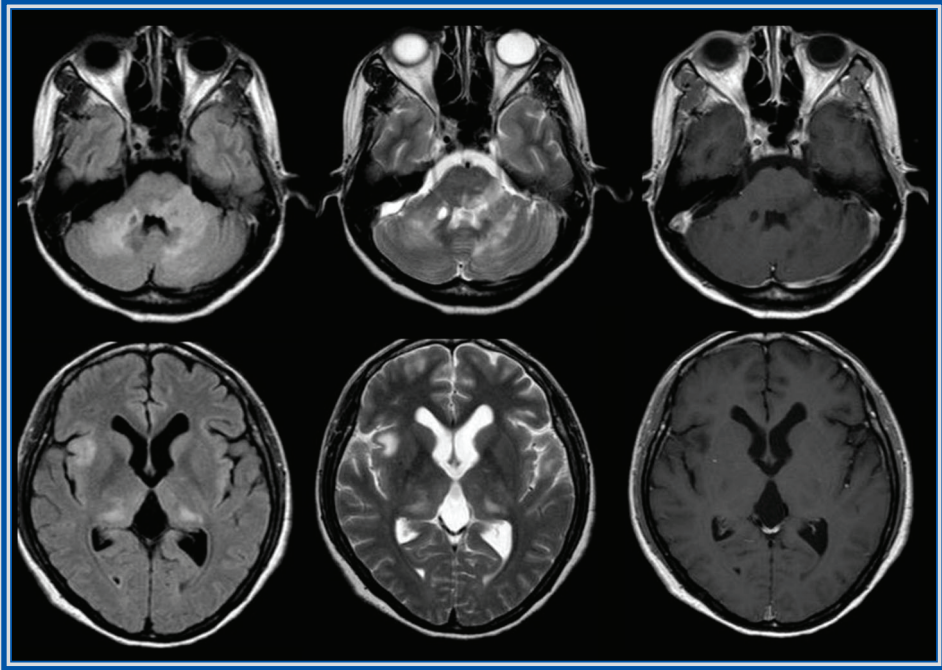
Capítulo 25. Resonancia magnética de cerebro en secuencias FLAIR, T2, T1 contrastado. Se observan lesiones hiperintensas en las secuencias FLAIR/T2, hipointensas en T1; difusas, confluentes, mal delimitadas, sin captación al medio de contraste, que afectan a los tálamos, la sustancia blanca subcortical, protuberancia y pedúnculos cerebelosos medios.
